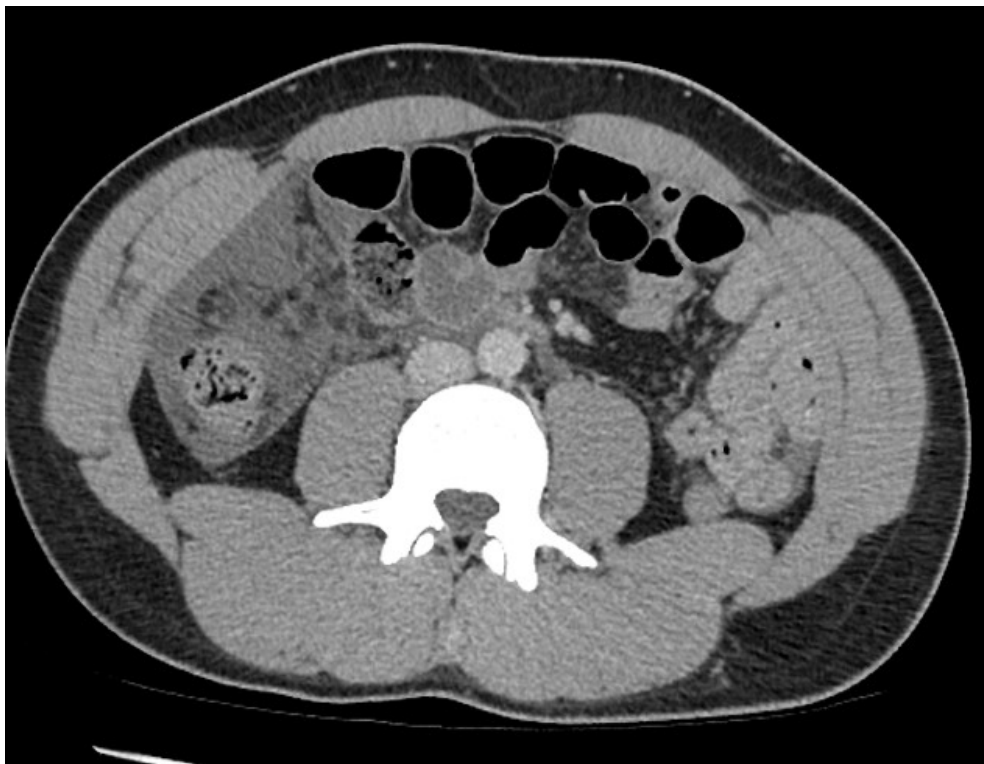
Пацієнт Б. і. хв. № 1320. СКТ: гемобілома правого підпечінкового простору
